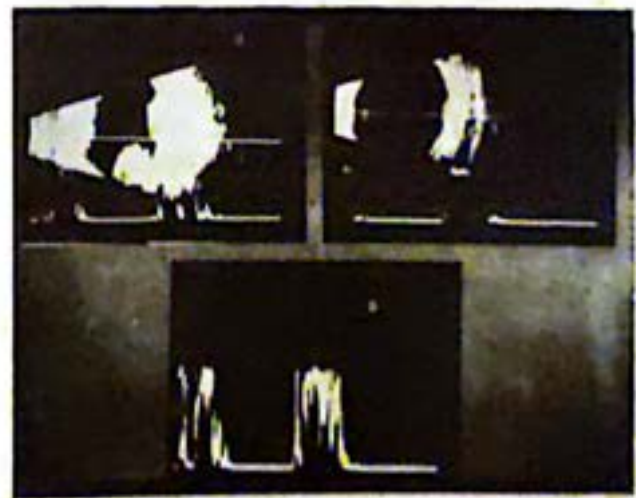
Izq. arriba, USG previa: 2 masas tumorales. Der. arriba Postradioterapia, desaparece la tumoración nasal y se reduce considerablemente la masa temporal. Abajo, A-Scan postradioterapia.
